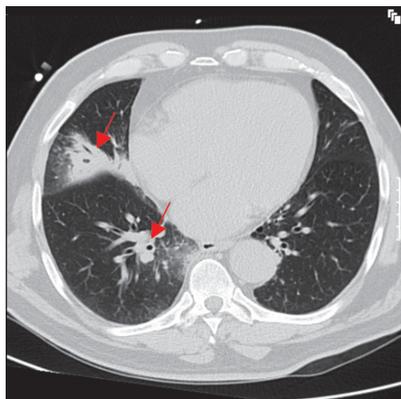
Tomografía computarizada torácica que muestra abscesos en el parénquima pulmonar derecho.
